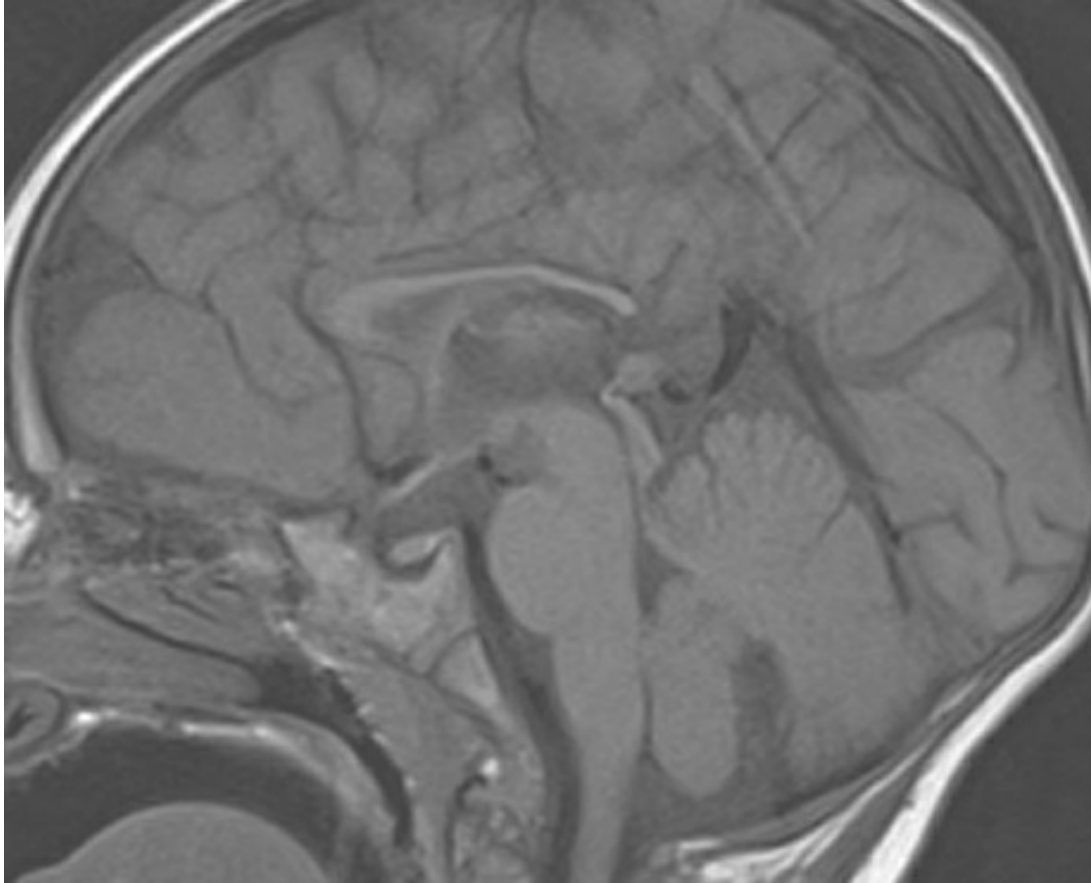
Corte sagital de resonancia magnética nuclear ponderada en T2.
